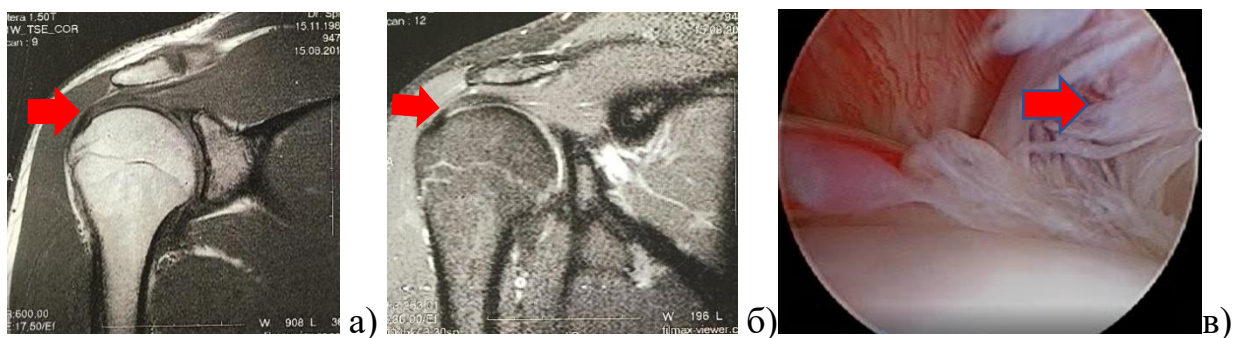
Часткове ушкодження сухожилка надостьового м'яза: а) МРТ 1,5 Тсл Т1 режим; б) МРТ 1,5 Тсл, Т2 Pdfatsat режим; в) артроскопія, ушкодження показано стрілкою.
